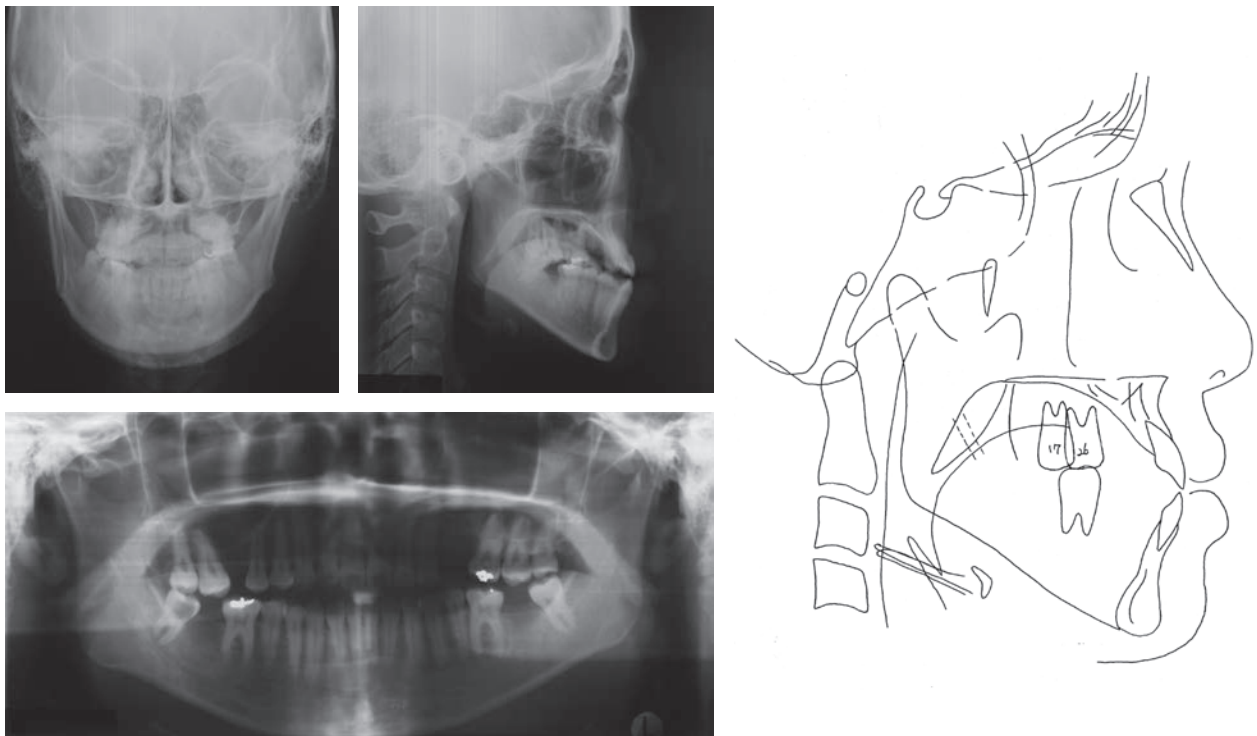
Pretreatment X-rays and tracing.
